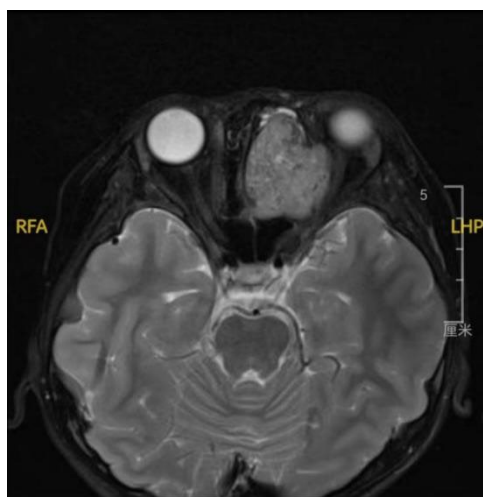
Magnetic resonance T2-Weighted imaging
